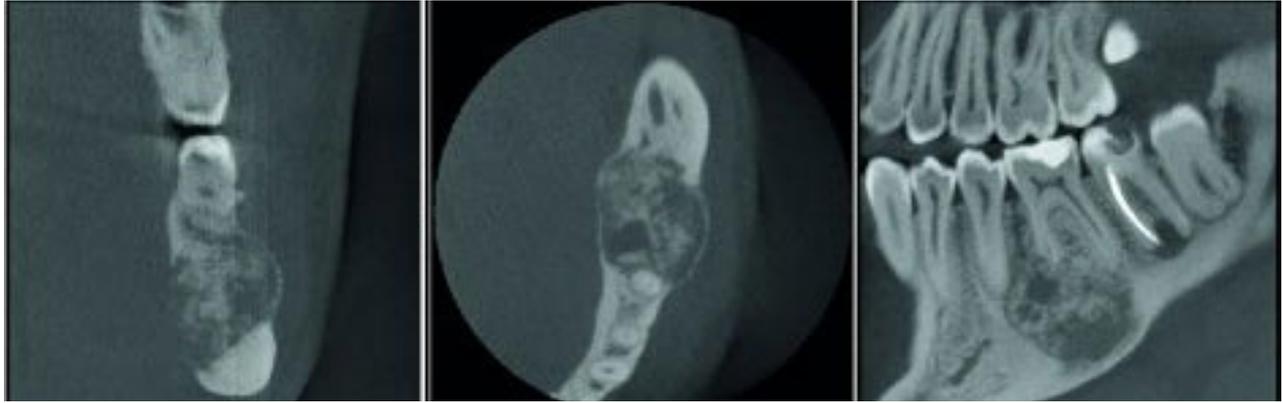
Typische Darstellung eines Zementoblastoms im Unterkiefer in der röntgenologischen Schnittbilddiagnostik.
